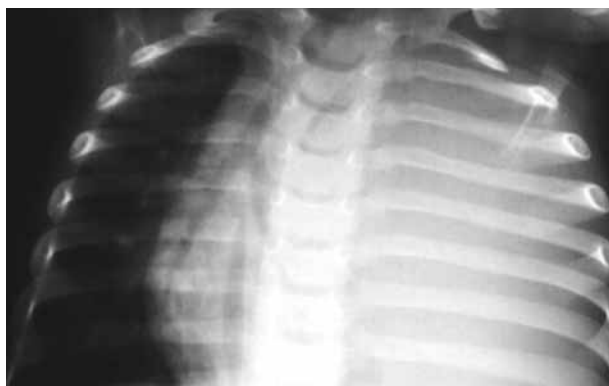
Radiografía PA de tórax: derrame pleural masivo.
